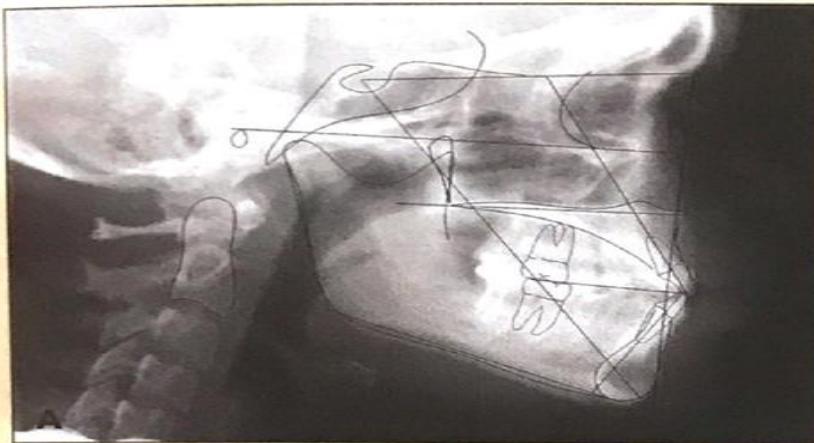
Случай 3. А. Телерентгенограмма в боковой проекции.
